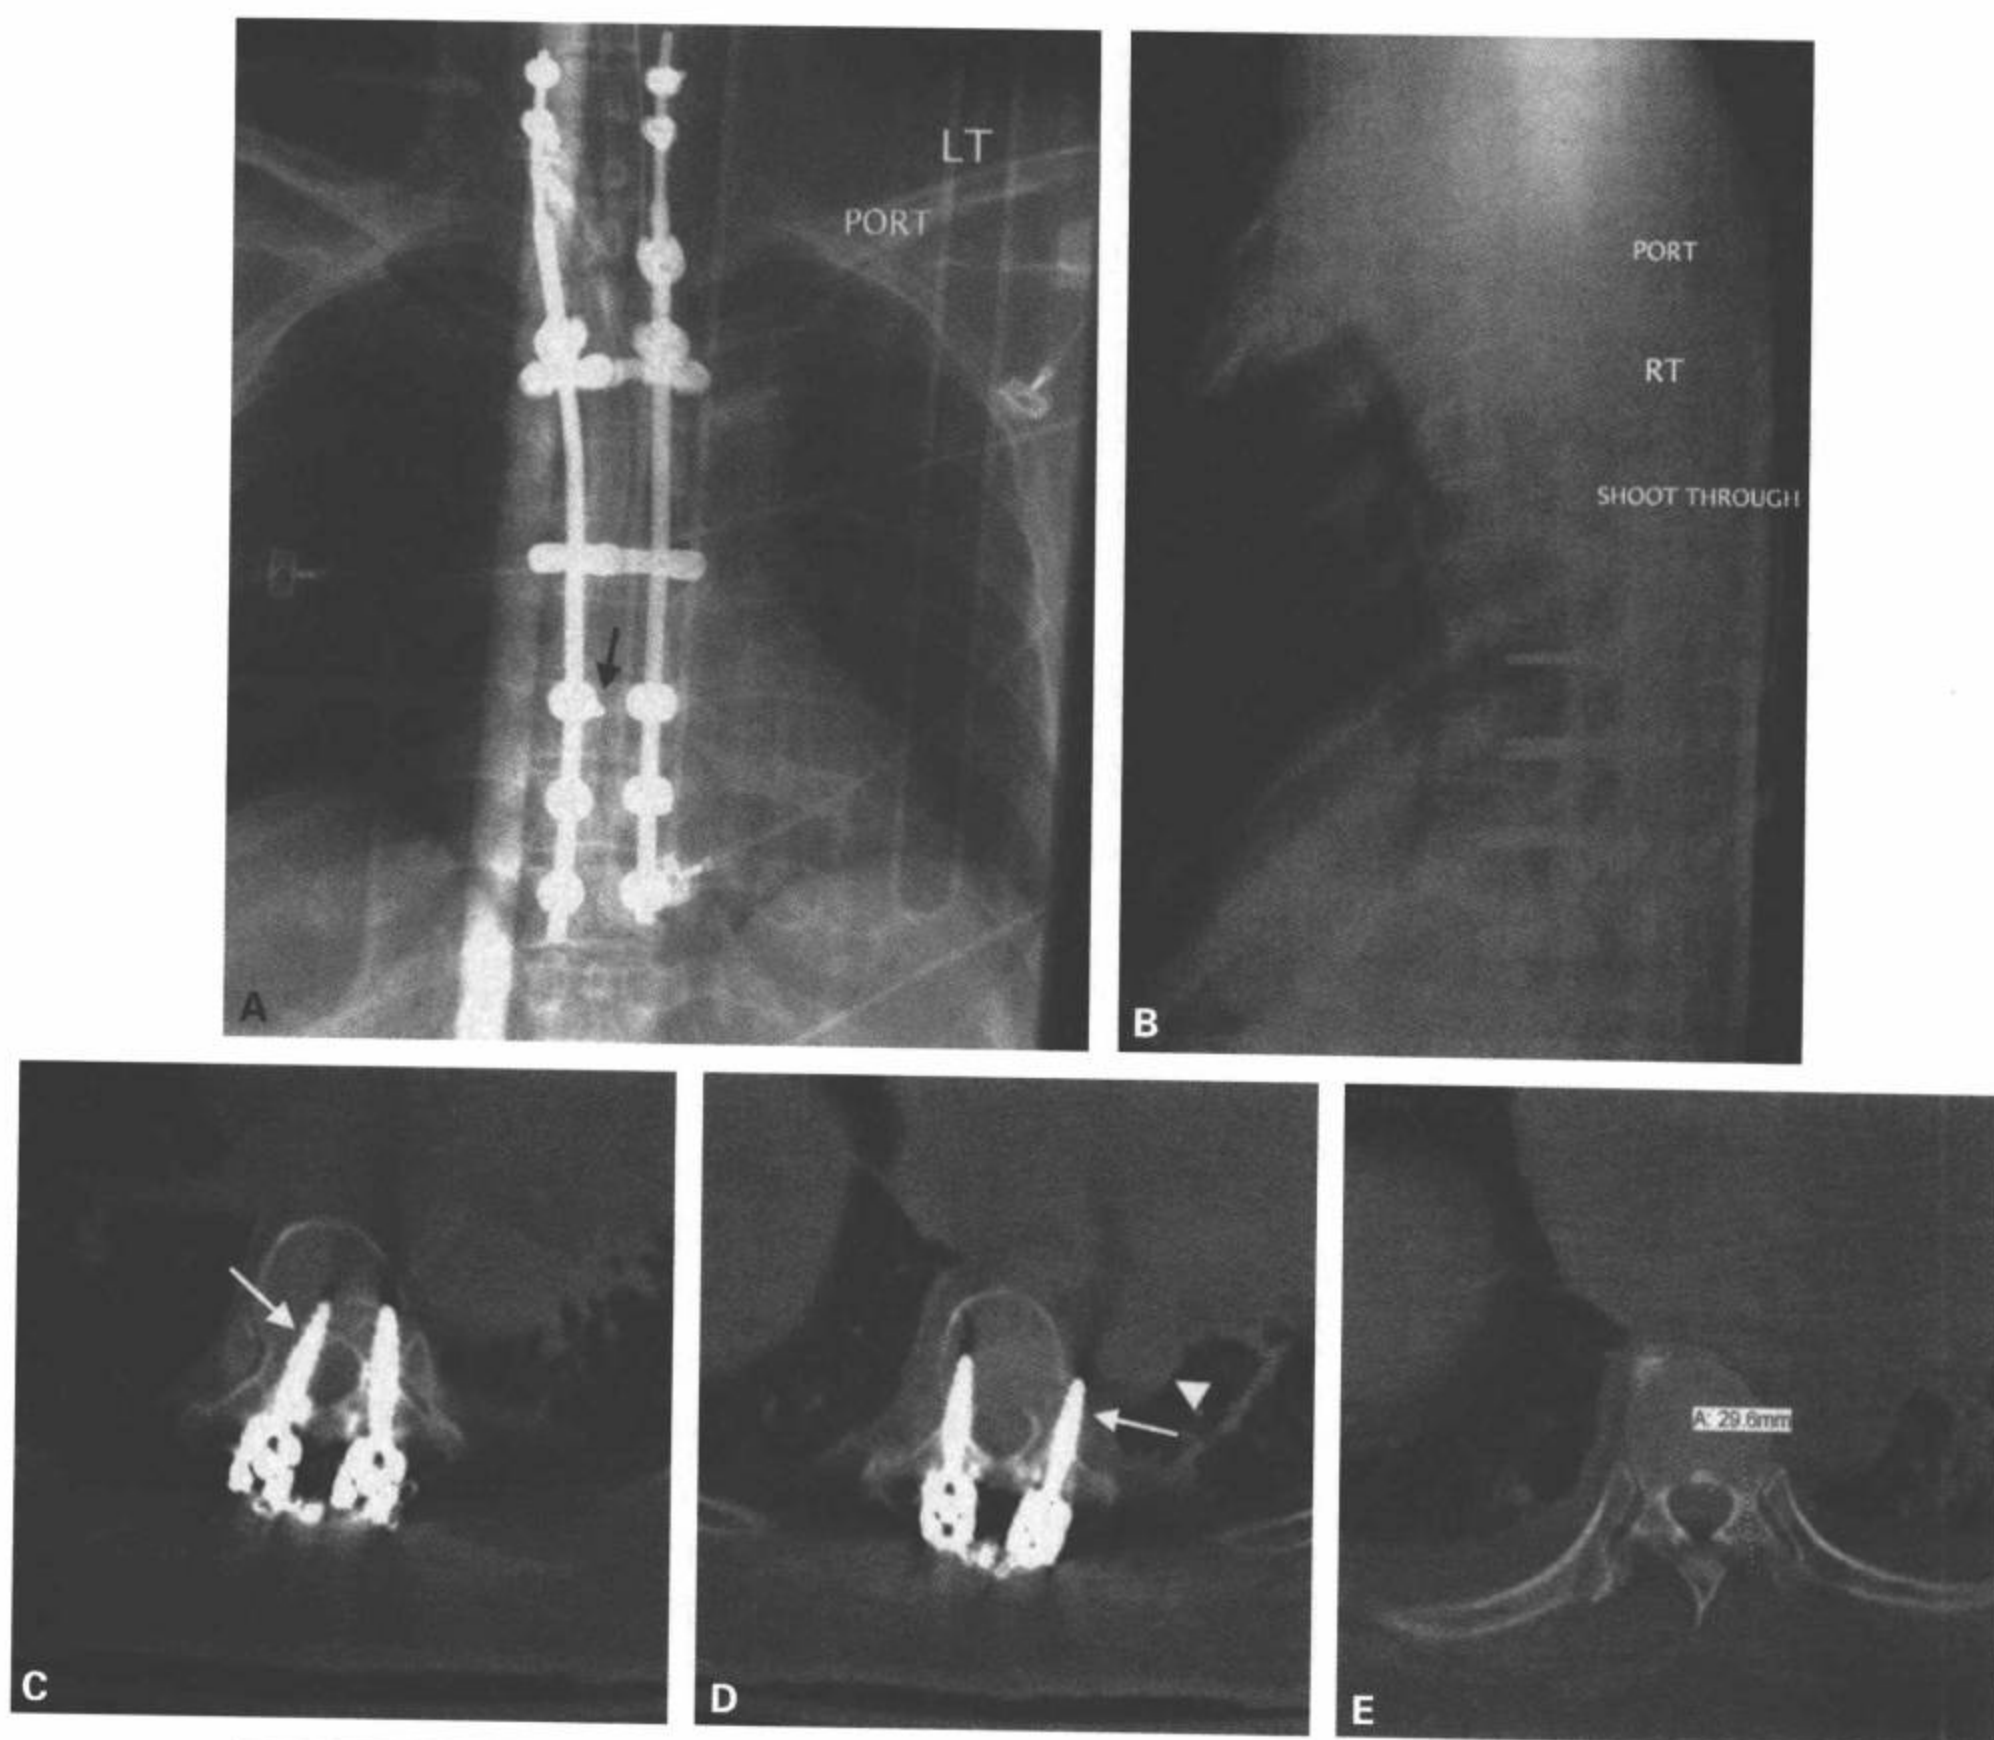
固定物位置不正。接受前路椎体次全切除和颈胸融合术的女性病人的前后位(A)和侧位平片(B)。侧位片显示椎弓根螺钉的定位良好。然而,在前后位片上显示第三个椎弓螺钉从右侧底部转向中线(A中黑箭)。CT横断面图像(C)显示螺钉位于椎管内(C中白箭)。病人未出现不良的结果,但是螺钉随后被外科医生手术取出。另外,X线平片未显示任何其他明显的固定物问题。CT横断面扫描也显示了第二个椎弓根螺钉左下侧的轨迹(D中白箭)。关注的是其近侧的主动脉(D中白箭头)。术前CT扫描(E)的规划可以测量位置很偏向外侧的主动脉与螺钉之间的距离。
